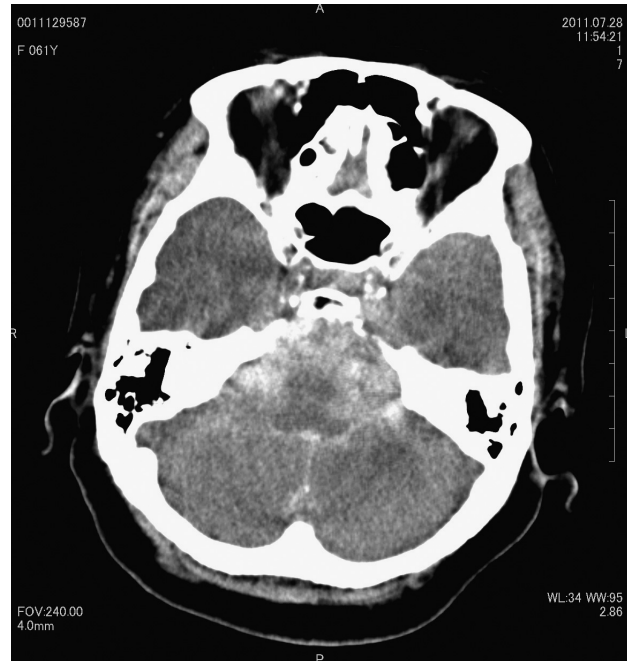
Axial CT image before coil embolization showing subarachnoid hemorrhage that primarily occupied the prepontine cistern.
